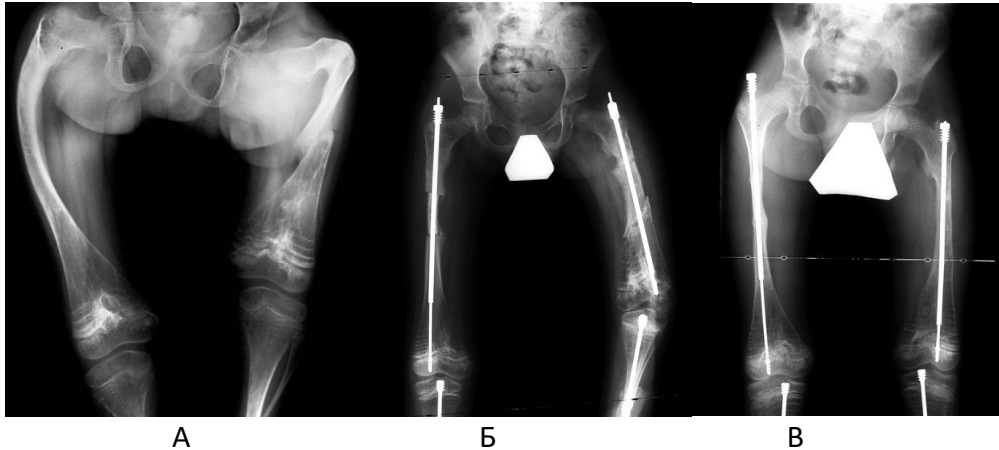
Пример использования телескопического стержня Fassier-Duval: А – рентгенограммы до операции, Б – через 2 месяца после вмешательства, В – через 1 год.
